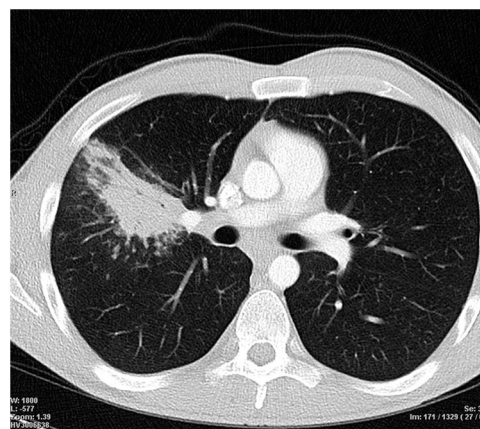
TAC toracoabdominal: consolidación parenquimatososa en el lóbulo superior derecho.
